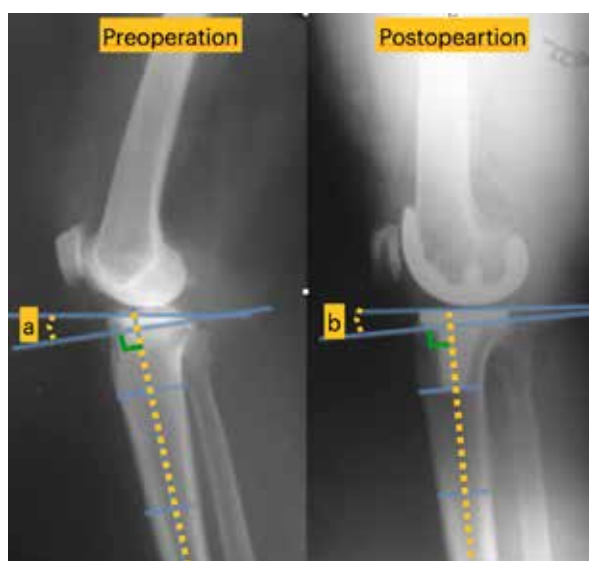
The method of measuring the posterior tibial slope with radiography
